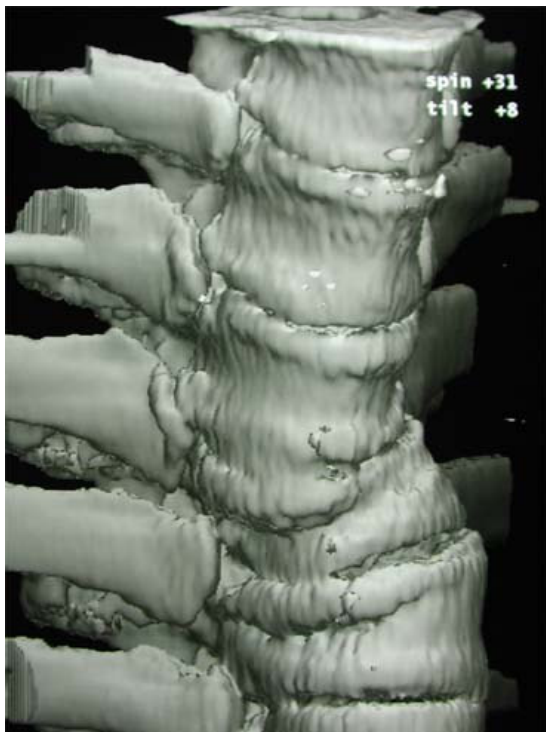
3D-Rekonstruktion einer Computertomographie des gleichen Patienten.
